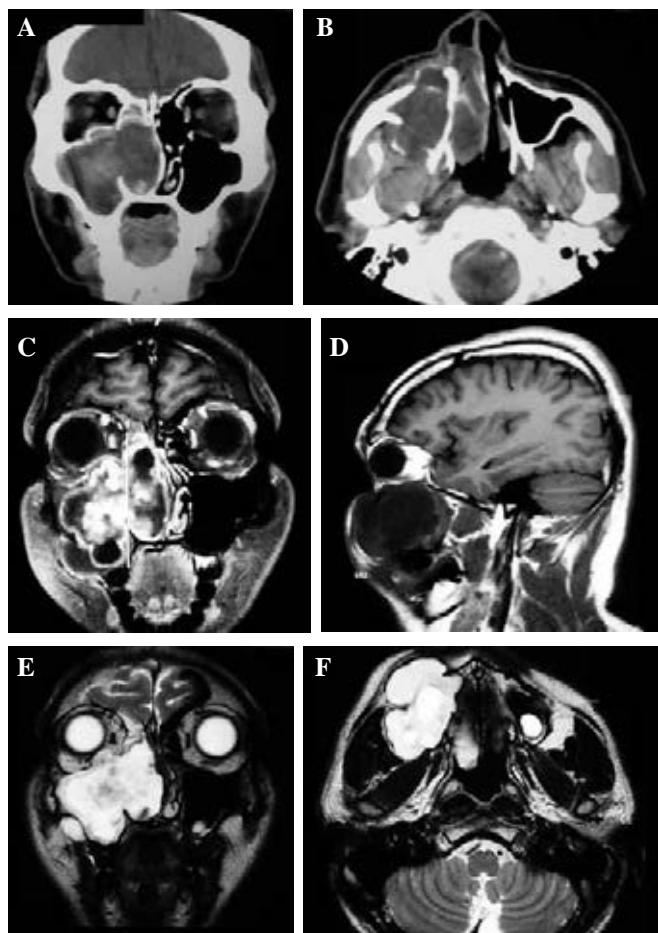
TC y resonancia magnética. A y B. TC del seno maxilar derecho ocupado por isodensidad a tejidos blandos, heterogénea, con extensión a la fosa nasal ipsilateral, remodelación y erosión ósea. C y D. T1, hipointensidad heterogénea con gadolinio. E y F. Hiperintensidad heterogénea en la cavidad nasal y el seno maxilar, que erosiona su pared anterior.
